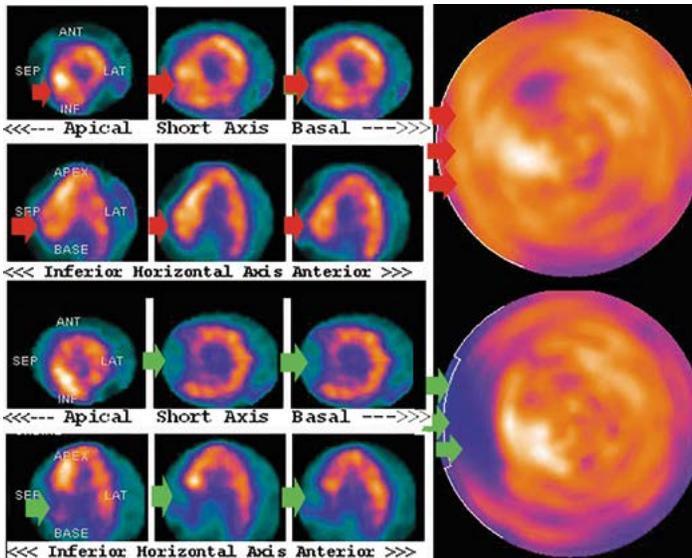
Перфузионные томограммы миокарда с Технецием-99m (^{99m}Tc). Вверху — исходные изображения перфузии миокарда. Справа — перфузия в полярных координатах целого миокарда — изображение типа «бычий глаз». Красными стрелками указана область гипертрофии миокарда ЛЖ. Внизу — изображения перфузии миокарда после применения спиртовой абляции межжелудочковой перегородки. Зелеными стрелками указана область повреждения гипертрофированного миокарда ЛЖ после спиртовой абляции
